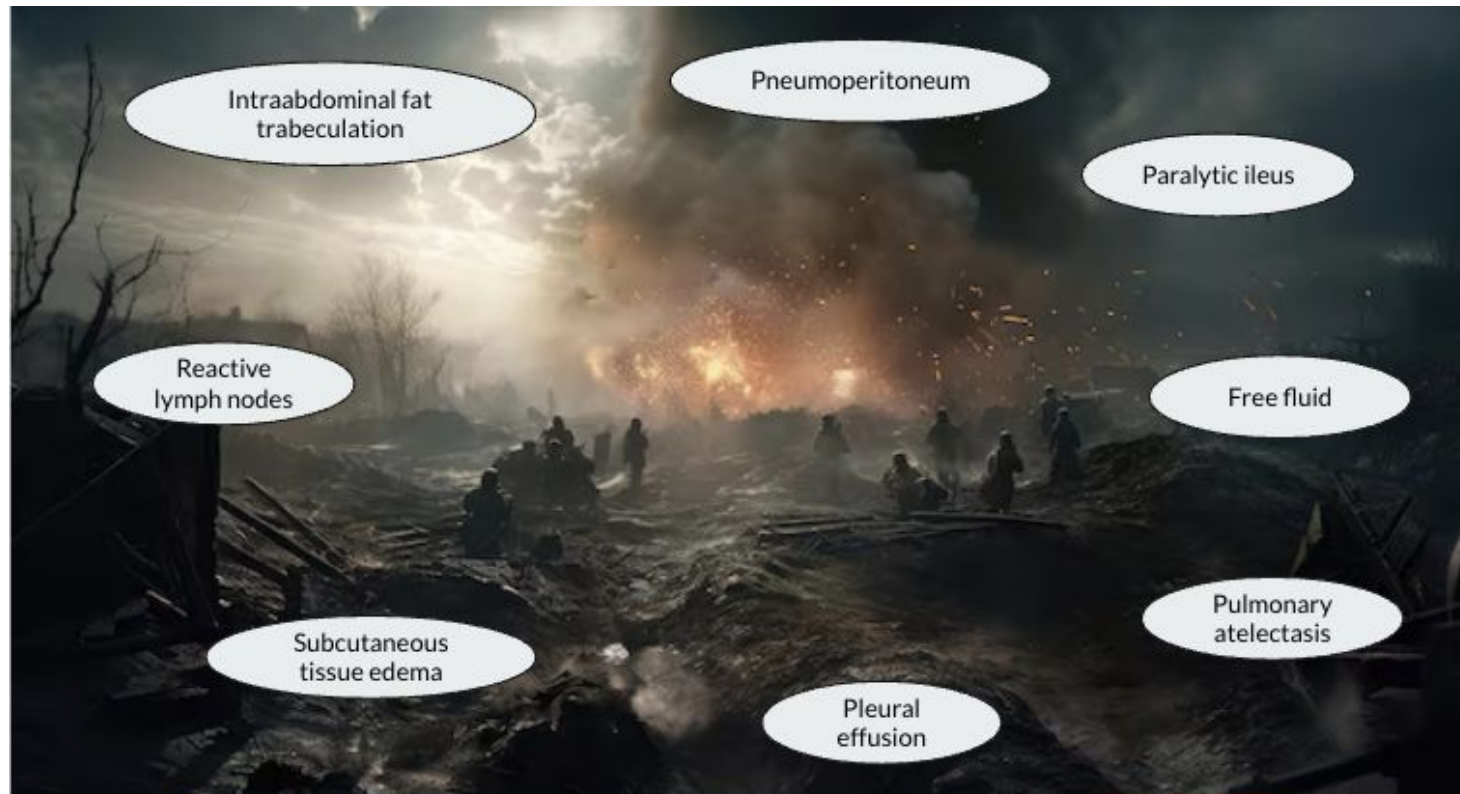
Ilustración propia de los hallazgos por imagen que nos podemos encontrar en un TC posquirúrgico y que no debemos considerar en sí patológicos.
